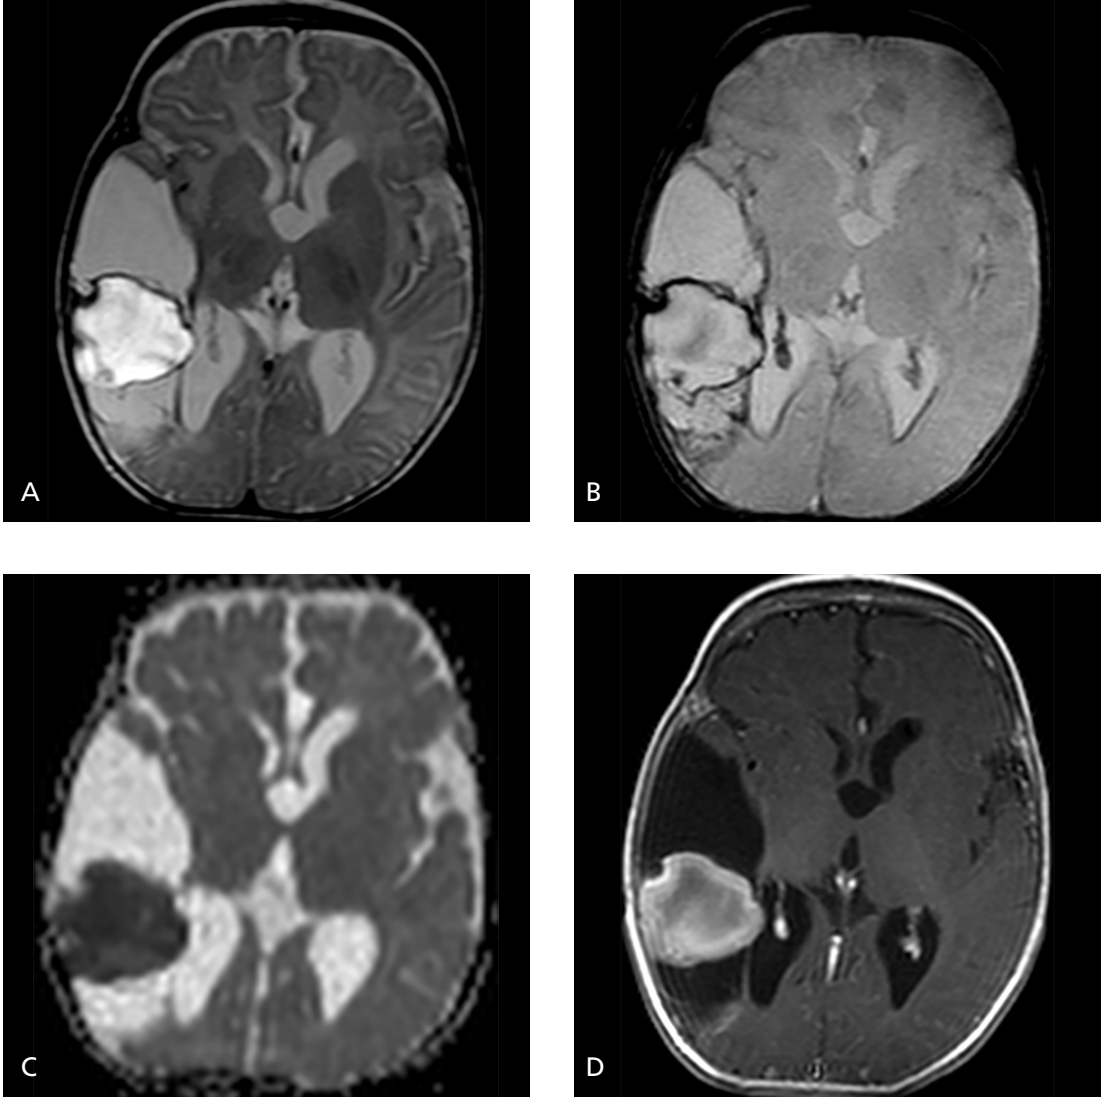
A-D. Gangliogliom. Aksiyal T2A (A), FLAIR (B) ve kontrastlı T1A (C) kesitlerde sağ temporo-okspital lob bileşkesinde düzgün sınırlı kistik lezyon içerisinde opaklaşan mural nodülün, DAG'da (D) artmış difüzyon anteriorunda histopatolojik olarak da konfirme edilmiş, gri maddede kalınlaşmaya neden olan ve kontrastlanmayan kortikal displazi alanı (ok başları) izlenmektedir.
